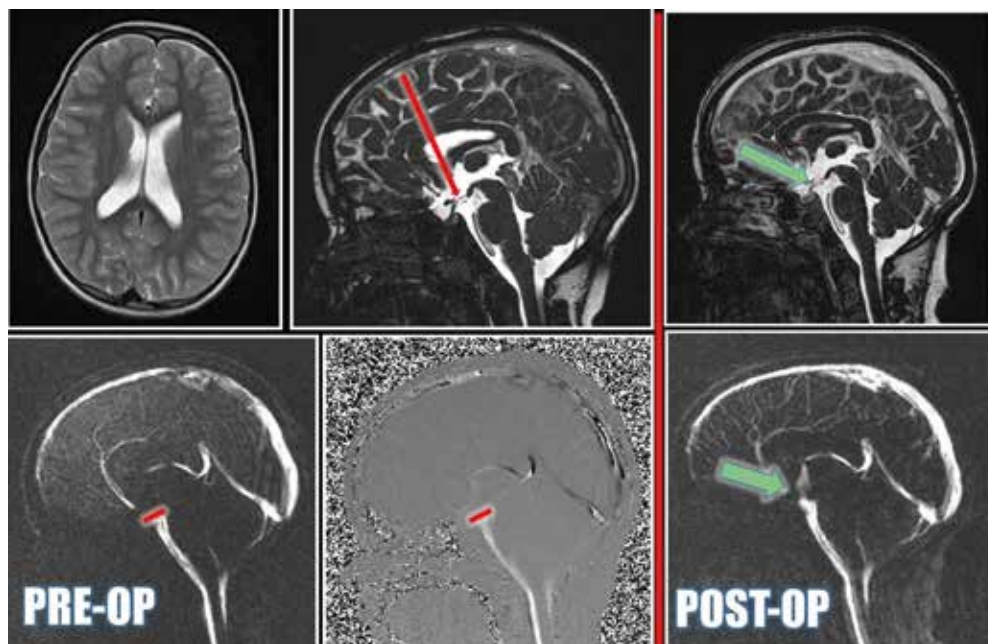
Данные МРТ исследования головного мозга в T2-взвешенном режиме, в режиме T2-True FISP (Trufi), в ликвородинамической программе (PSIFF) и фазово-контрастная МРТ (Cine Phase contrast MRI) в до- и послеоперационном периодах
